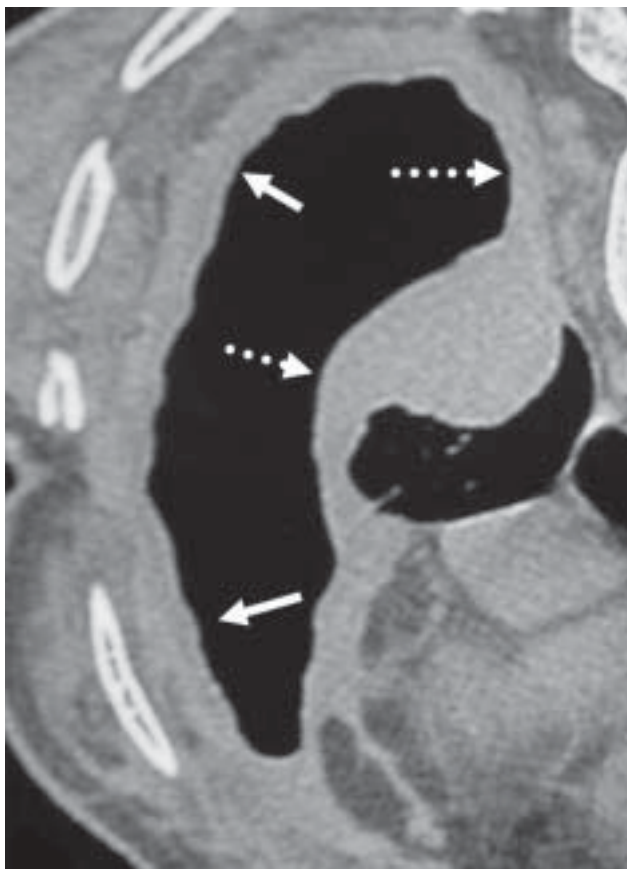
TC em decúbito ventral de paciente com mesotelioma pleural, demonstrando espessamento pleural difuso (setas) com sinais de encarceramento pulmonar acometimento da pleura mediastinal (setas tracejadas).
